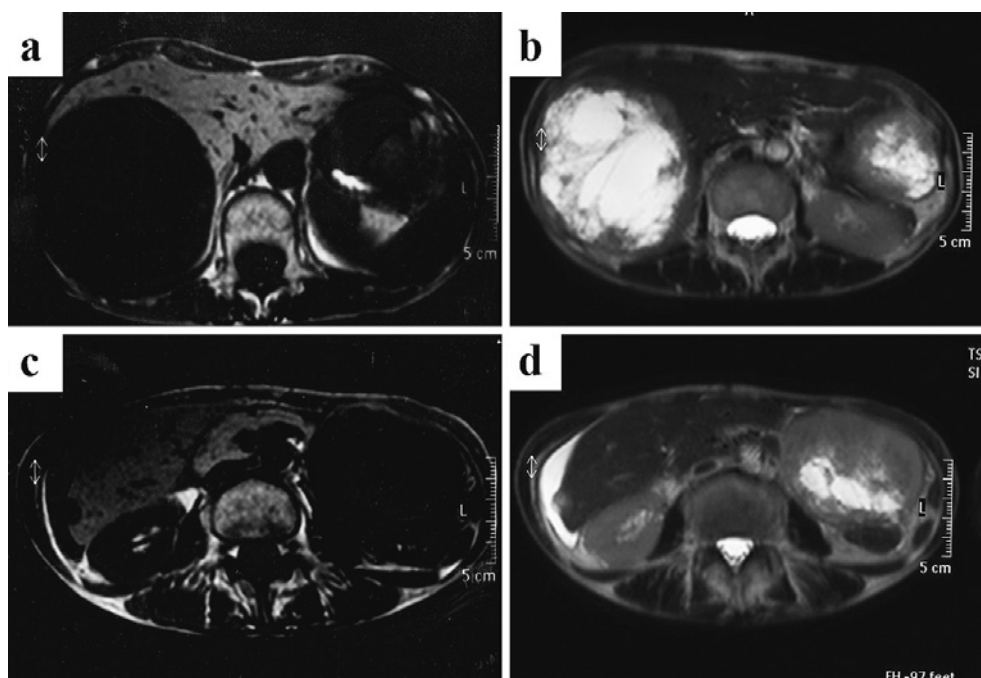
Abdominal MRI: S7 tumor dual phase (a), T1 (b), S2 tumor dual phase (c), T2 (d)
